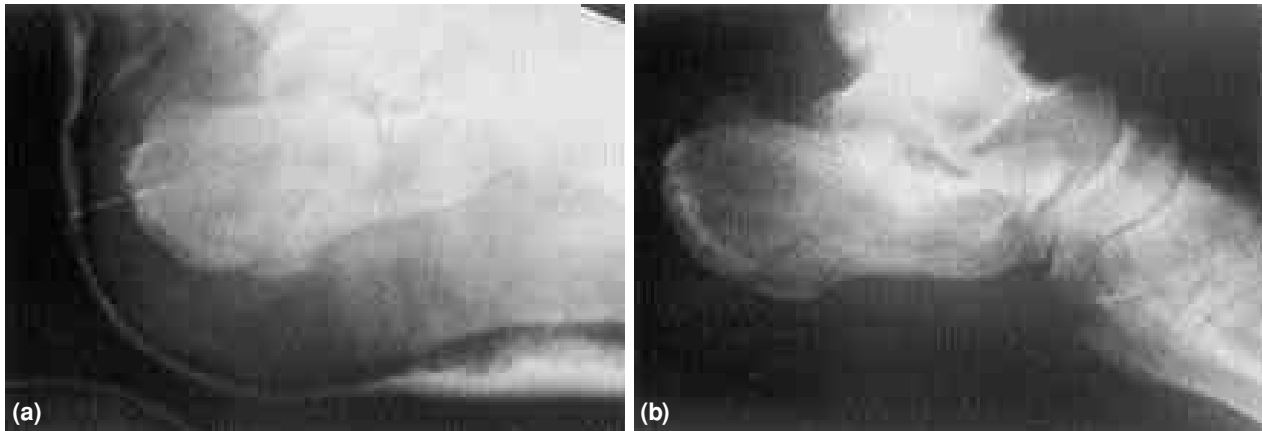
(a) Tip-c1 kırığı olan kadın hastanın lateral radyografisi. (b) Aynı hastanın 2.5 yıl sonraki görünümü. Toplam puanı 87 ve sonucu iyi.
